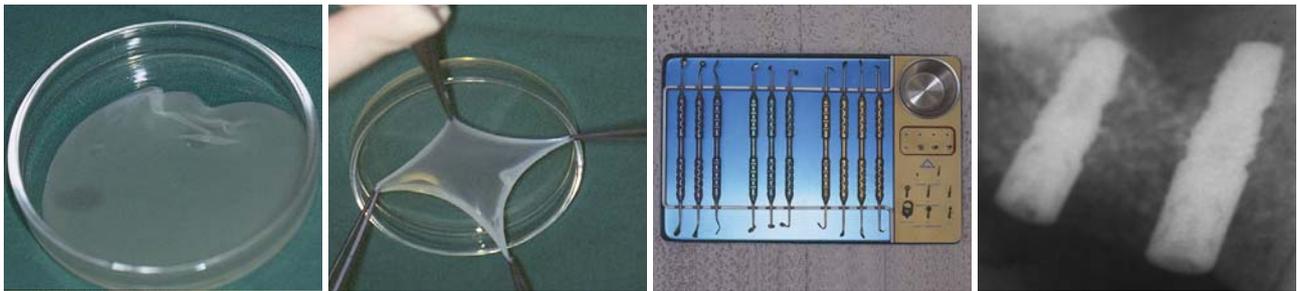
Plasma mit Kalzium versetzt. – Abb. 12: Formgebung der Fibrinmembran. – Abb. 13: Sinusbodenelevationsinstrumentarium. – Abb. 14: Röntgenkontrolle.
